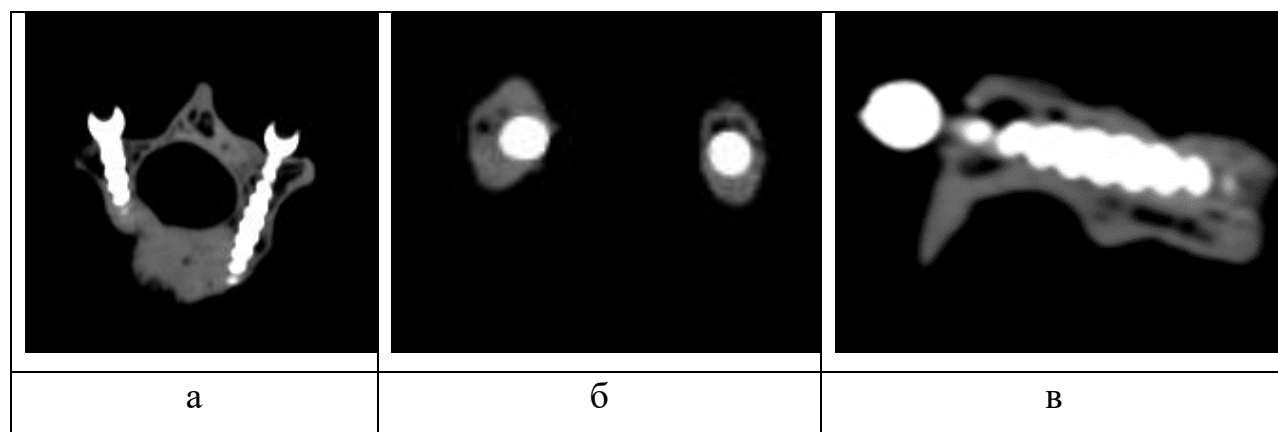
МСКТ срезы пластиковой модели позвонка с установленными ТВ при помощи ШН (положение винтов полностью корректное): а – аксиальная плоскость, б - коронарная плоскость, в – сагиттальная плоскость
